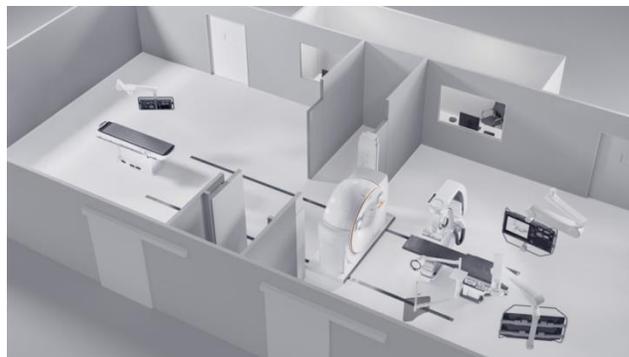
2+1 room Layout (nexaris Angio-CT)
